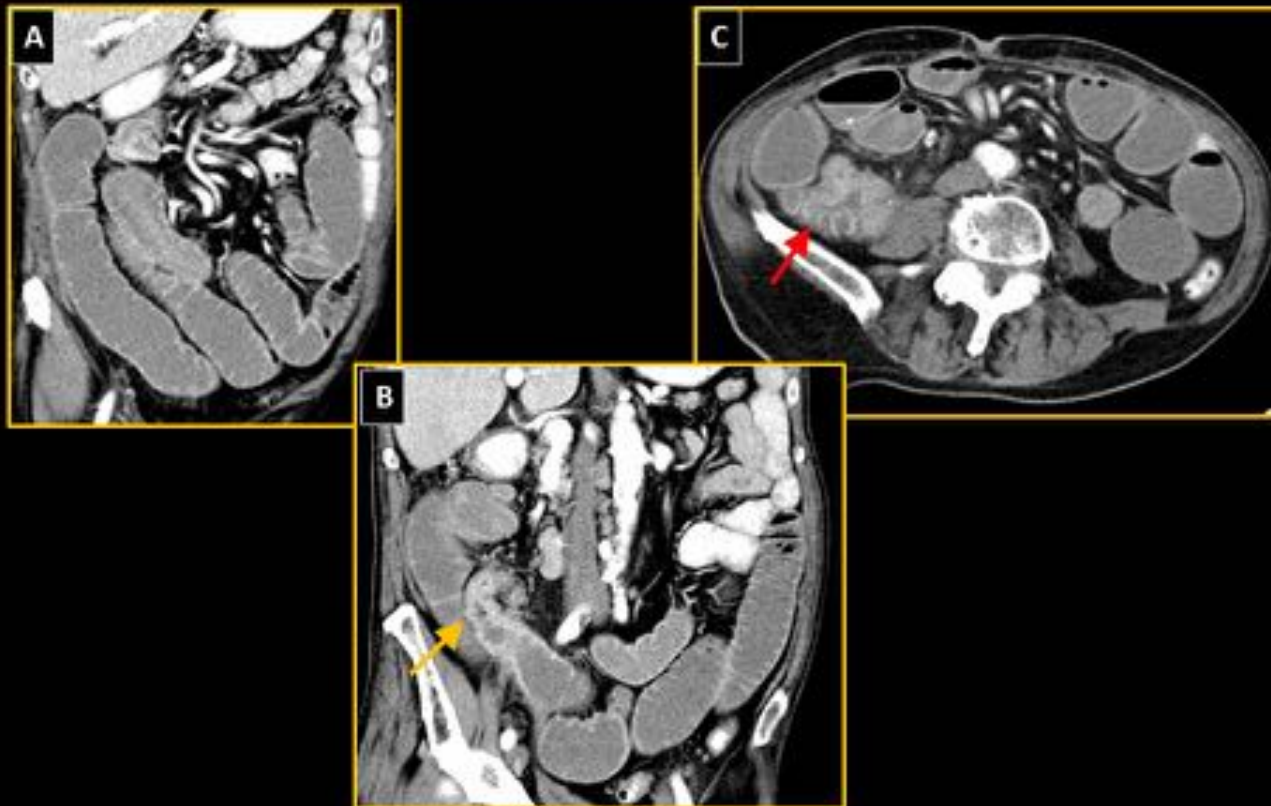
Hallazgos en TC de tres pacientes diferentes diagnosticados de OID. (A) Corte coronal muestra dilatación de asas de intestino delgado (calibre  $>3.0$  cm) con contenido líquido. (B) Corte axial demuestra múltiples asas con contenido líquido y una zona de transición (flecha amarilla) conocida como el signo de pico. (C) Corte axial de otro paciente que presenta el signo de las “heces en intestino delgado” (flecha verde) cerca del punto de obstrucción.
